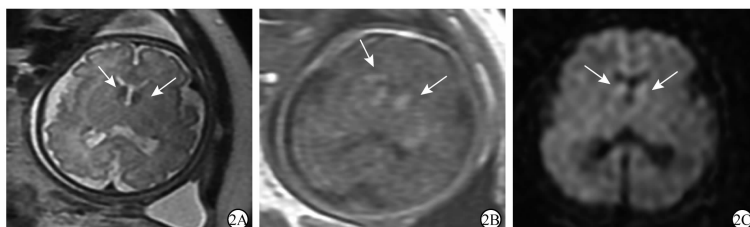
A-C:孕32+1周 轴位 T2WI、T1WI及 DWI,双侧脑室体部及三角区、右额叶、左侧丘脑多发异常信号结节,T2WI相对低信号,T1WI及 DWI呈稍高信号(ADC值无减低),边界清晰
